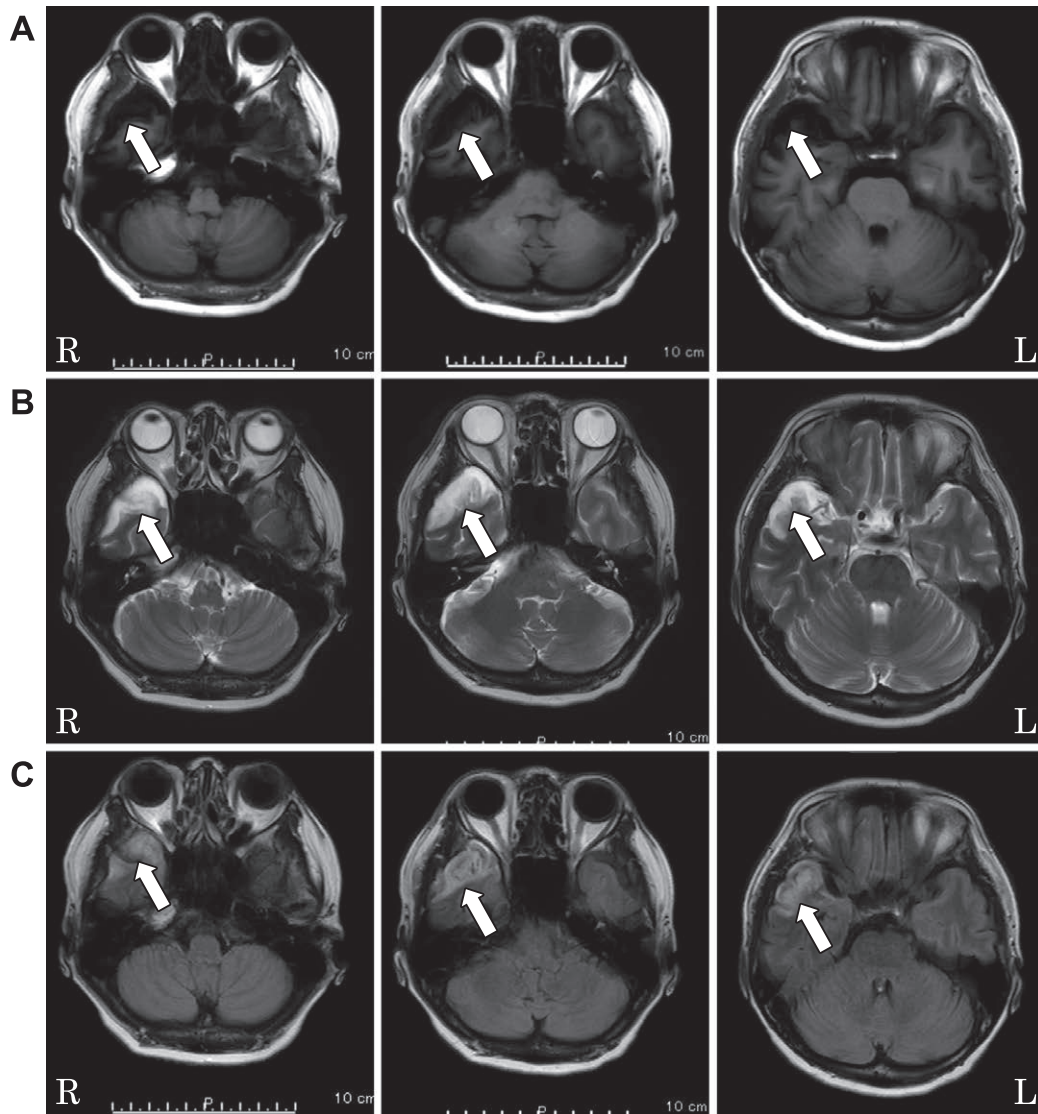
Magnetic resonance imaging findings upon admission.
